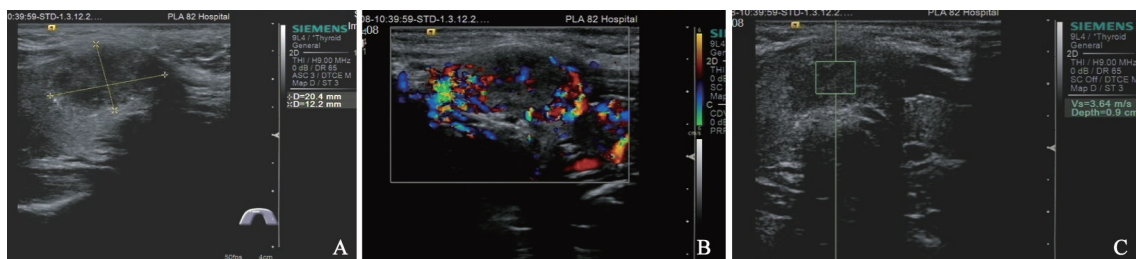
甲状腺乳头状癌患者的超声检查所见及VTQ技术测量
